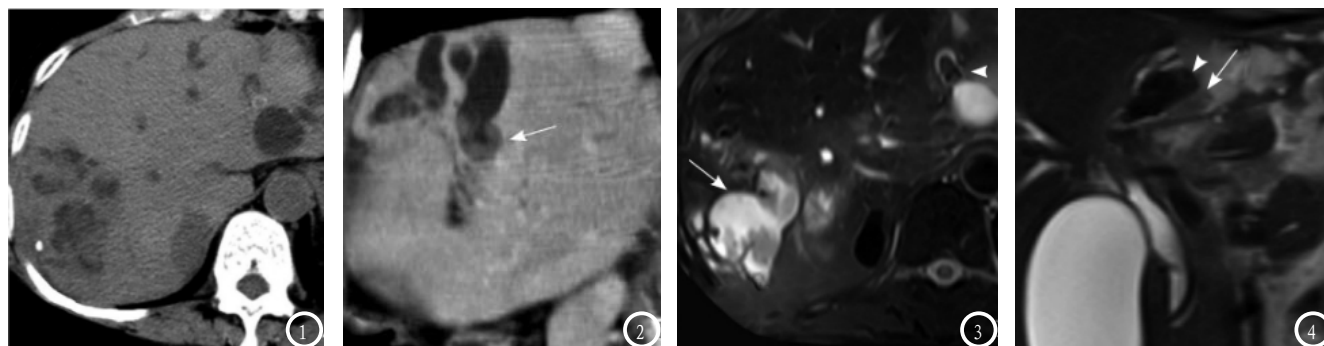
CT平扫见胆管内高密度结石及低密度结节病灶。图2 冠状位扫描病灶呈丘样附于胆管壁(箭头处),带蒂软组织与胆管壁相连,漂于高信号胆汁中,呈典型“漂浮征”改变。图3 T2WI显示病灶毛糙,珊瑚样改变(箭头处),带蒂软组织与胆管壁相连,漂于高信号胆汁中,呈典型“漂浮征”改变。图4 T2WI抑脂序列显示左肝内胆管局限性扩张,有低信号结石(上箭头处),病灶内T2稍长信号(下箭头处)。
